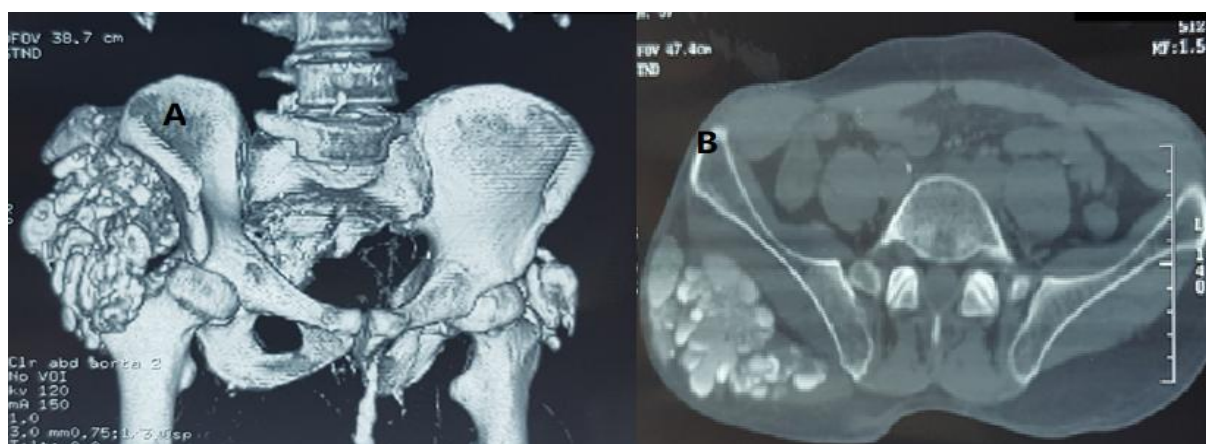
A : Aspect TDM en reconstruction du bassin montrant une calcinoase pseudo-tumorale. B : Aspect TDM en coupe transversale du bassin montrant une calcinoase pseudo-tumorale.
